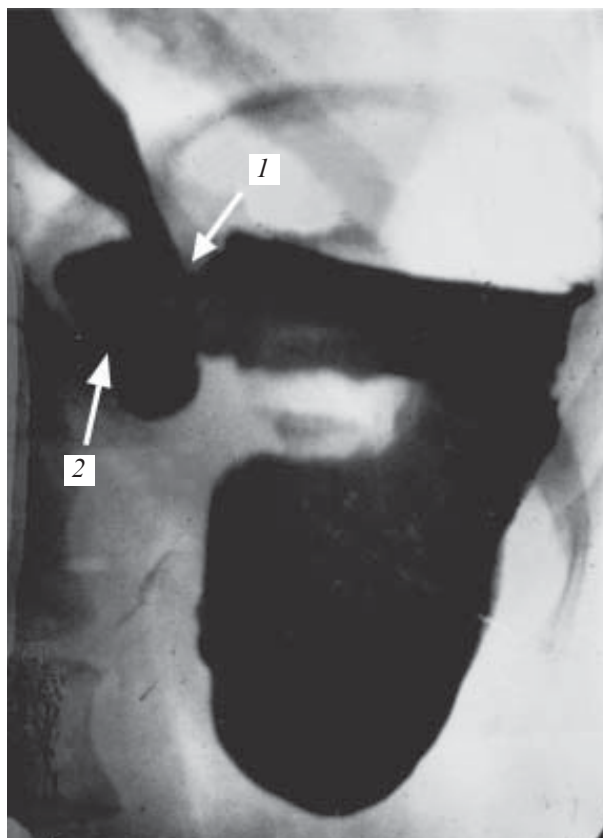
Рентгенологическая картина slippage-синдрома: 1 — уровень соскользнувшей манжетки; 2 — псевдодивертикул
